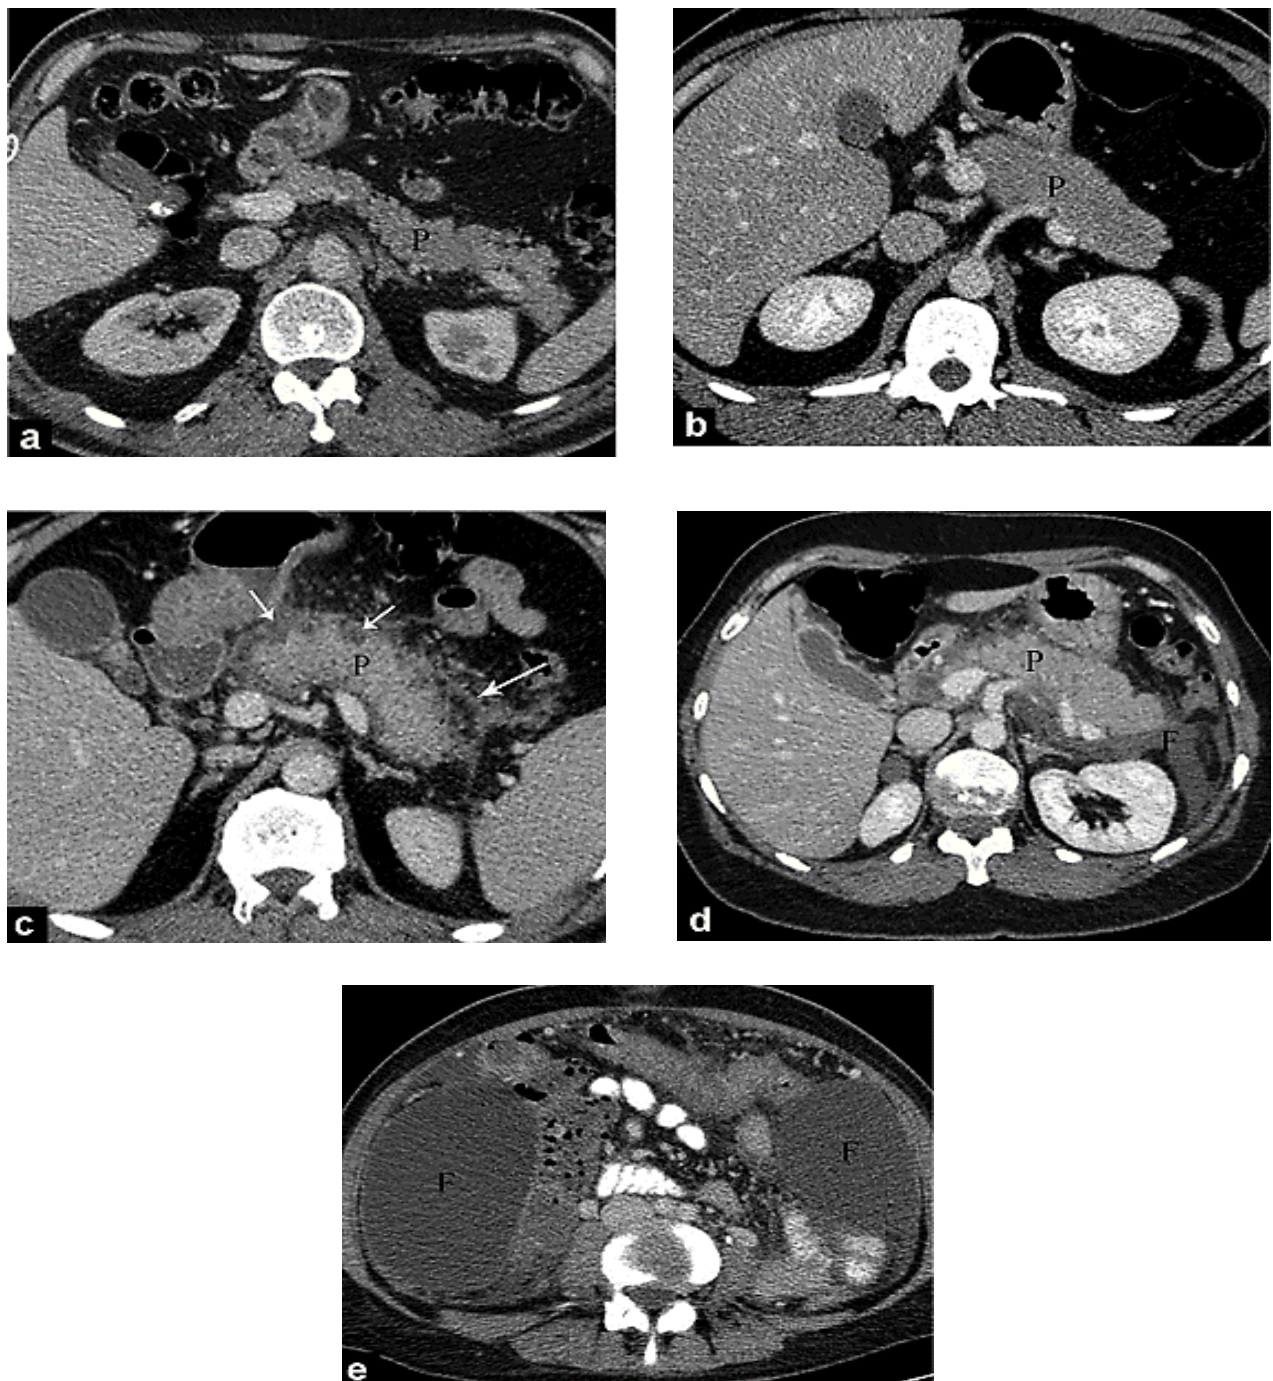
Coupes de TDM montrant les 5 stades de PA selon Balthazar : a : stade A; b : stade B; c : stade C; d : stade D; e : stade E (62)
